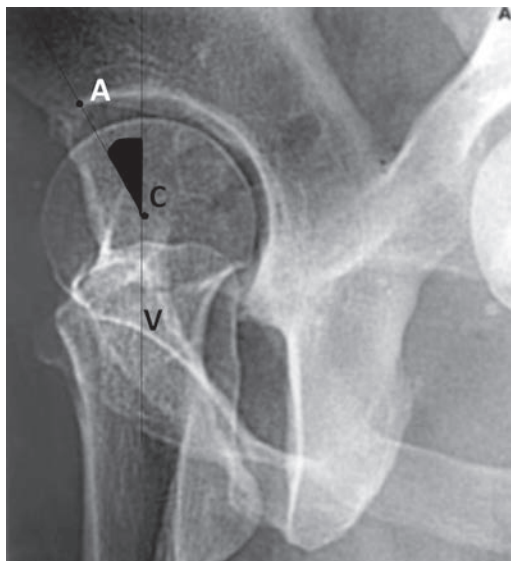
Radiographie de hanche en faux profil de Lequesne et mesure d'angle de couverture antérieure de la tête fémorale.
